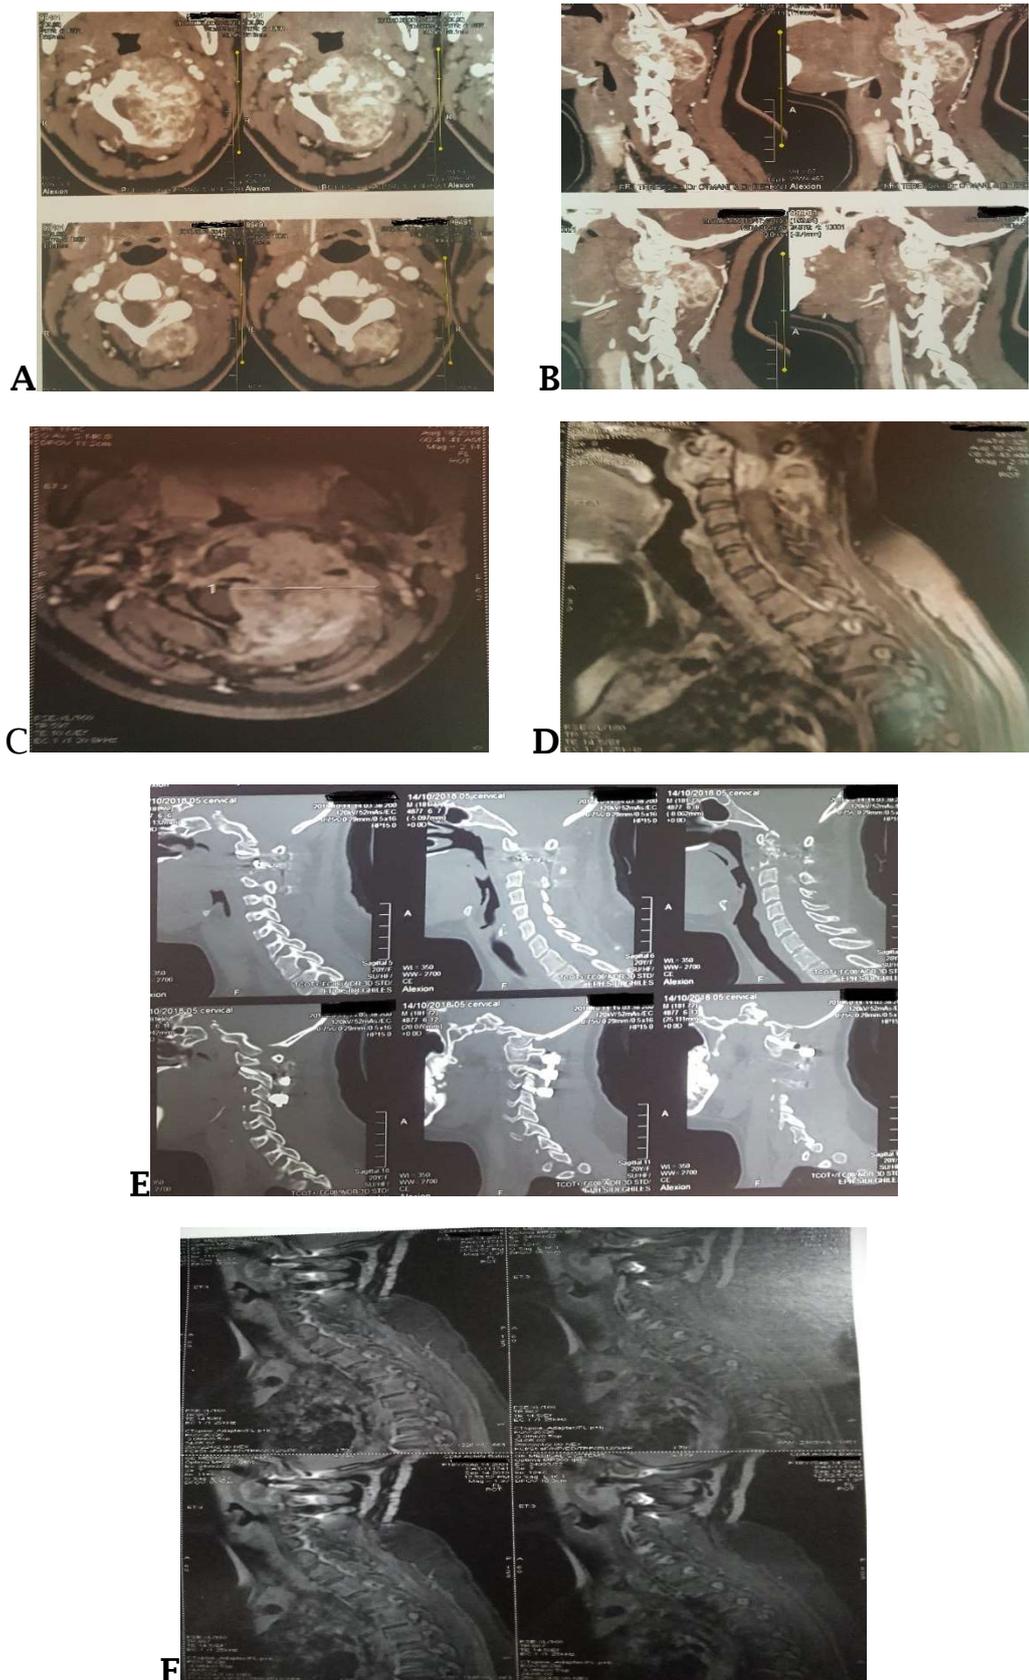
Ostéosarcome C2 gauche mis en évidence au scanner (A, B) et à l'IRM (C, D), la patiente a été opérée avec exérèse et fixation C1C2C3 (E, F).
